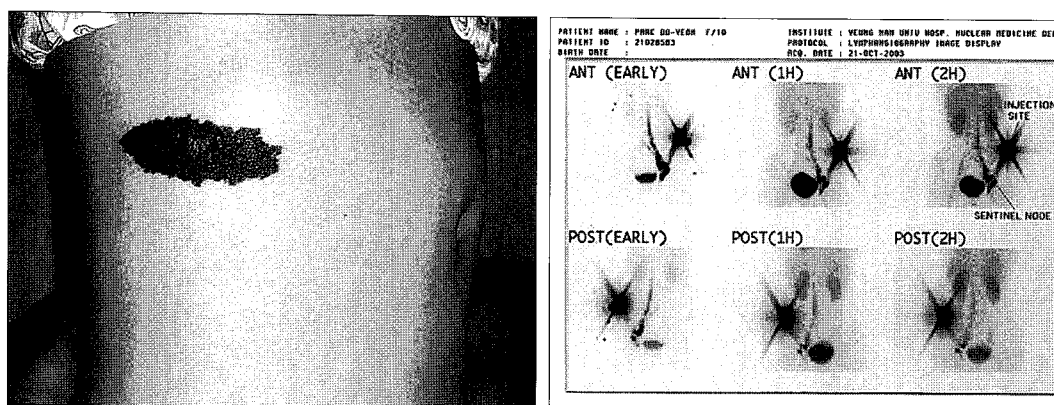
(Left) Lentiginous malignant melanoma on Lt. flank. (Right) Tc-99m labeled lymphoscintigraphy. Sentinel lymph node is identified as a hot uptake in her Lt. inguinal area.
